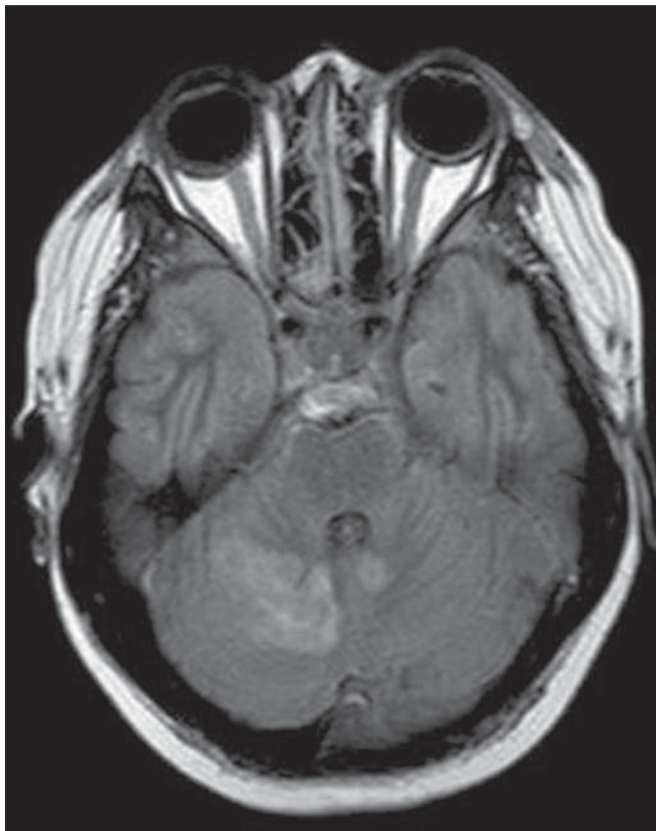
Aspergilose. RM axial FLAIR axial demonstra múltiplas lesões com sinal intermediário nos dois hemisférios do cerebelo, principalmente à direita, que mostraram restrição à difusão das moléculas de água, porém sem realce após injeção do meio de contraste gadolínio.
